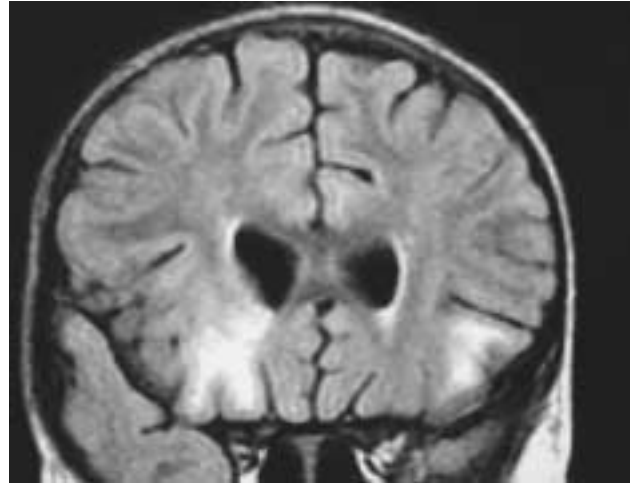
Secuencias T2 de la resonancia magnética cerebral, con múltiples áreas de hiperseñal córtico-subcorticales en ambos hemisferios, asimétricas, más evidentes en región frontal derecha.
